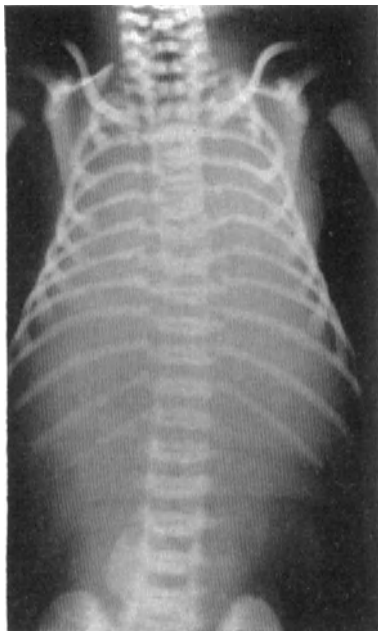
Röntgenbild eines Totgeborenen.
